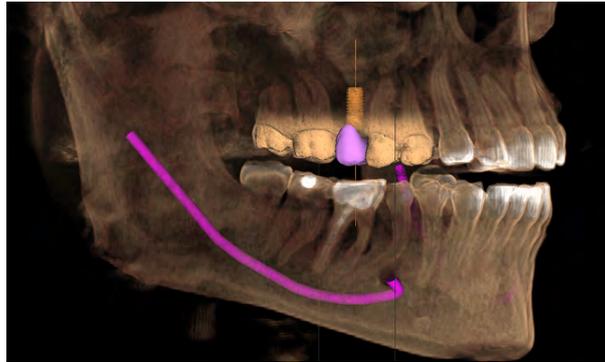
Image illustrant la fusion du projet prothétique numérique en site de 15 aux données issues de l'imagerie tridimensionnelle CBCT pour une planification implantaire dynamique et interactive personnalisée.
